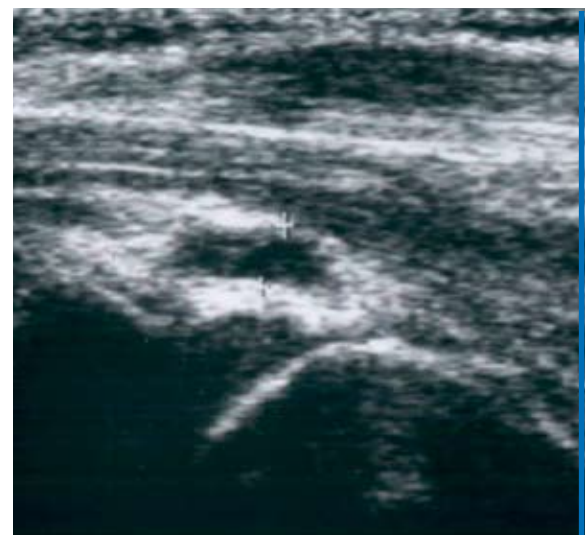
Iliopectineale Bursitis ventral der Hüfte im sonographischen Befund.
